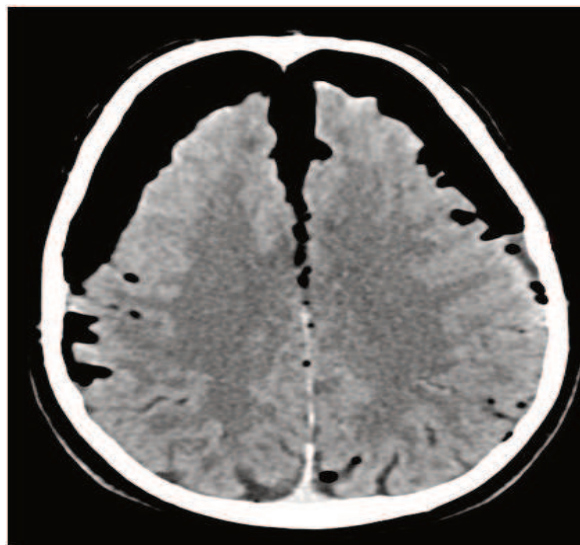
Imagen axial de TC de cráneo en el que se observa la presencia de gas atípico intracraneal que diseca ambos lóbulos frontales con aumento del espacio interhemisférico.
